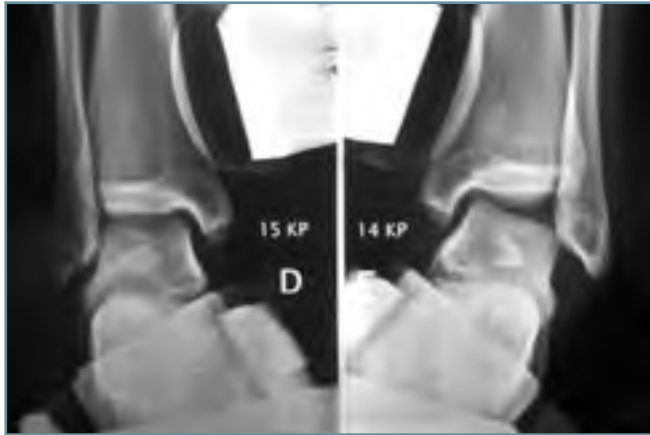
Radiografía en varo forzado mediante TELOS® que evidencia el bostezo articular en el tobillo izquierdo.
